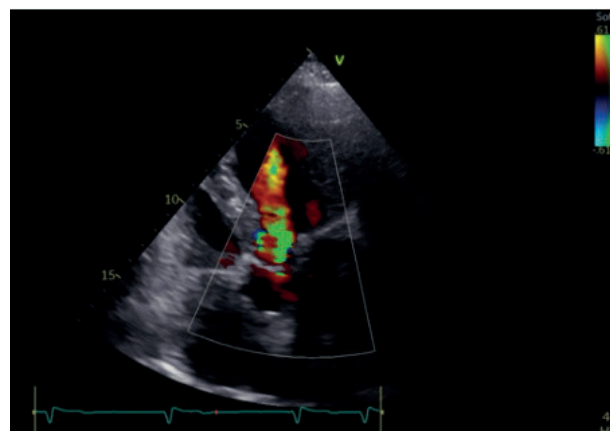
Incidență apical 5 camere – Doppler color evidențiind insuficiență aortică
